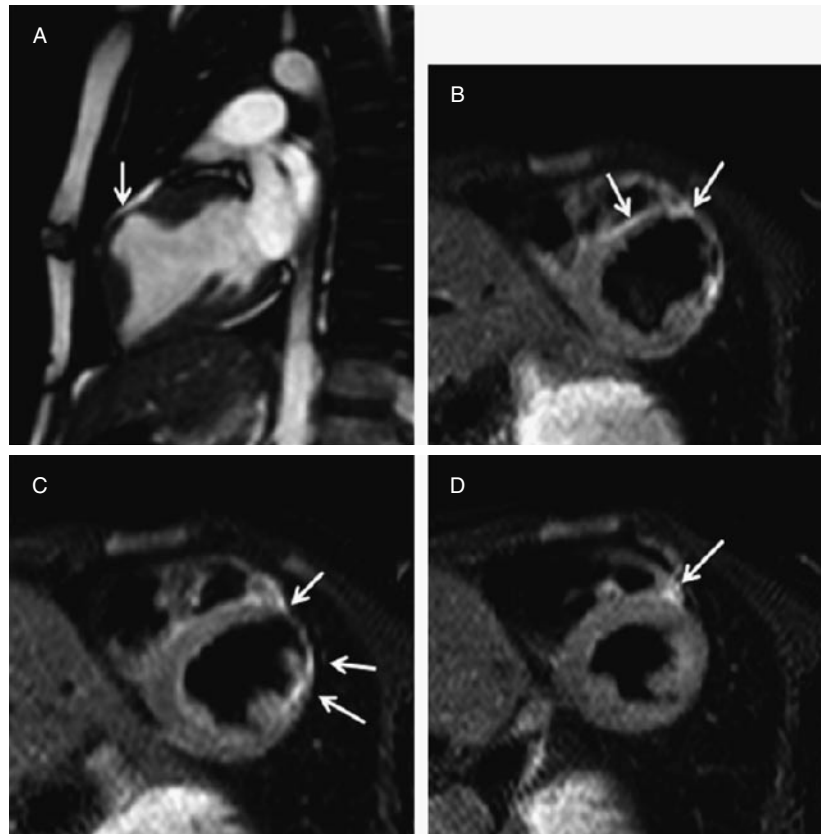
CMR images one year after the appearance of disease. Cine MRI images showed an aneurysm on the anterior wall of the left ventricle (arrow) (A). LGE CMR images represented the transmural and subepicardial enhancements of the left ventricle (arrows) (B), the diffuse transmural subepicardial and subendocardial enhancements of the left ventricle (arrows) (C), the subepicardial enhancement of the apex of the right ventricle (arrow) (D).
